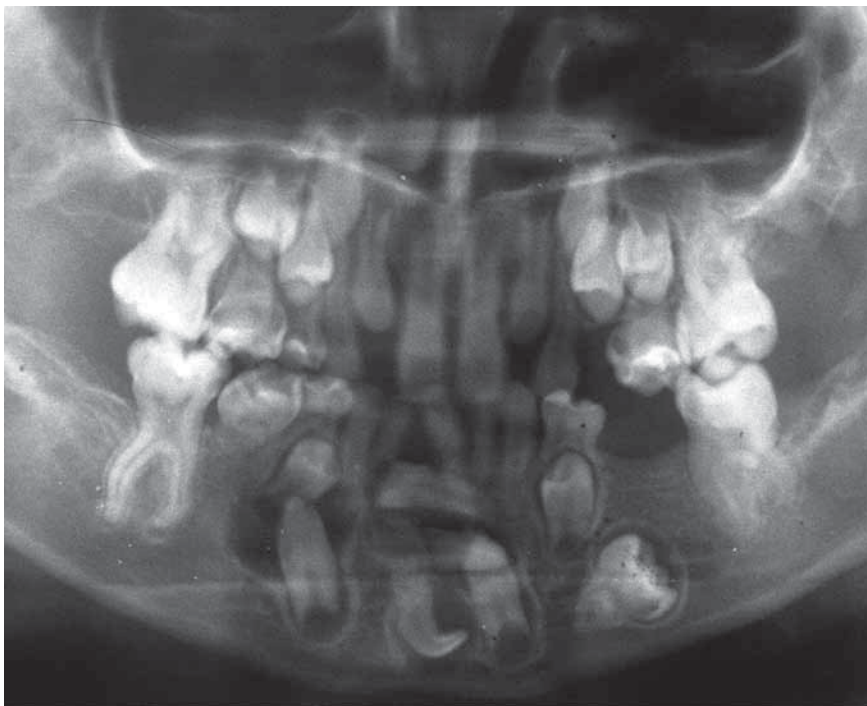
Рентген-снимок пациентки В-ко С., 15 лет, с наличием кисты вокруг коронки ретенционного 43 зуба при множественной ретенции зубов
